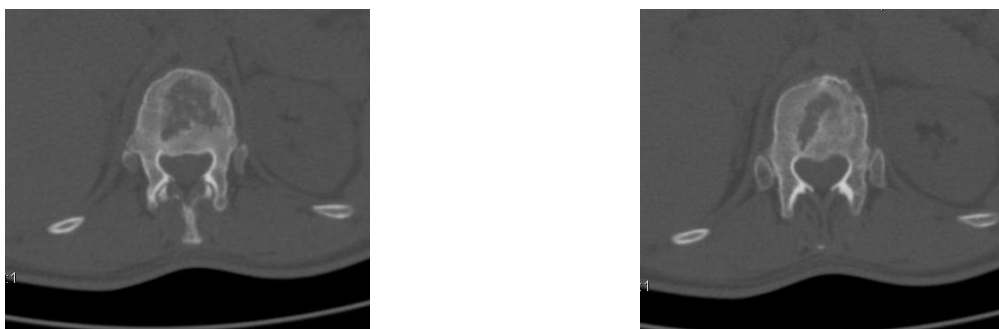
Аксіальні КТ-зрізи пацієнтки О., історія хвороби № 81157, через рік після консервативного лікування вибухового перелому
